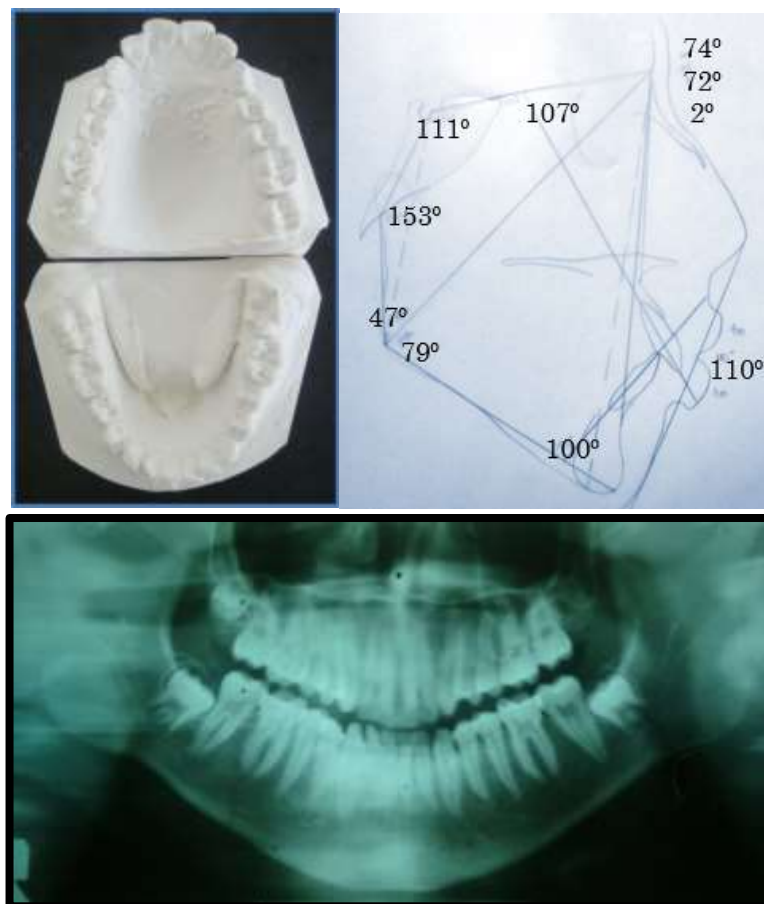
Foto de modelos de estudio. Trazado cefalométrico de Jarabak y Radiografía panorámica
